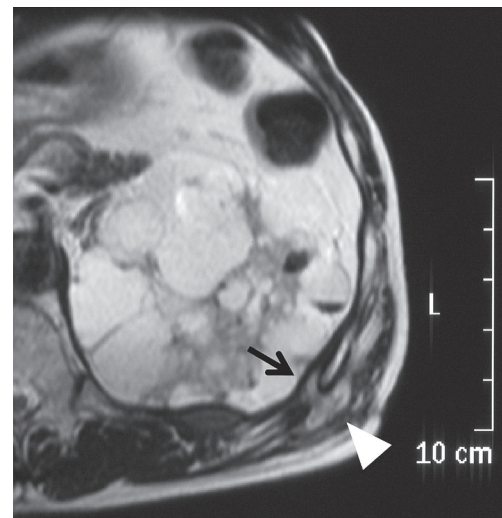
Chest MRI 6 months after completion of chemotherapy; cross-section T2W1 (7 Jan. 2010)
